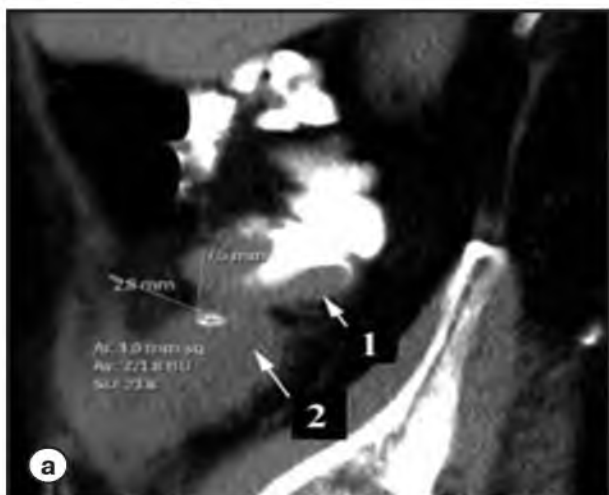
Срезовые компьютерные томограммы брюшной полости с пероральным контрастированием толстой кишки. а – сагитальная проекция. Экзофитнорастающее образование в куполе слепой кишки, в виде дефекта наполнения с четким, неровным внутренним контуром (1). Отмечаются признаки прикрытой перфорации стенки кишки на уровне опухоли, проявляющиеся отграниченным скоплением неоднородной жидкости в брюшной полости – абсцесс (2); б – 3D-реконструкция, МР. Дефект наполнения с четким, неровным внутренним контуром (1), в толще абсцесса прослеживается высокоплотное включение, соответствующее контрастному веществу, вышедшему за пределы полого органа (2).
